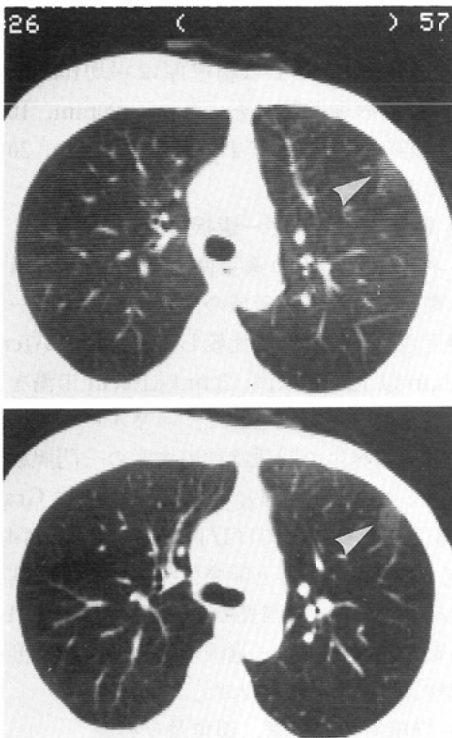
CT pattern of pulmonary change:
